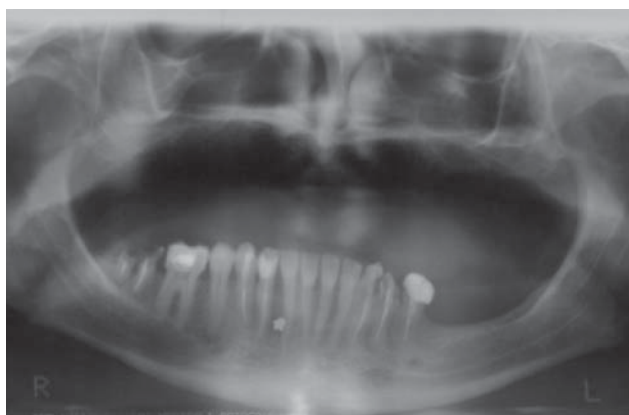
Ortopantomografía inicial del caso. Se planifica la colocación de un implante de titanio para oseointegración en el área correspondiente al 36.
